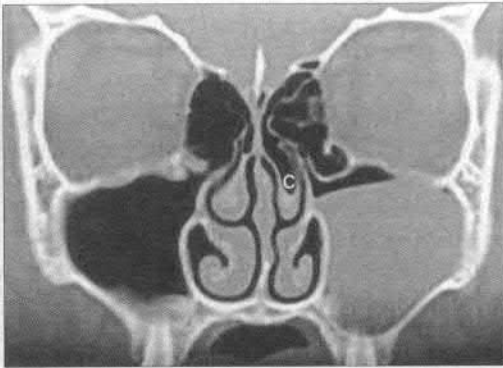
Tomografia computerizată – rinosinuzita maxilară acută, concha bullosa pe stânga
